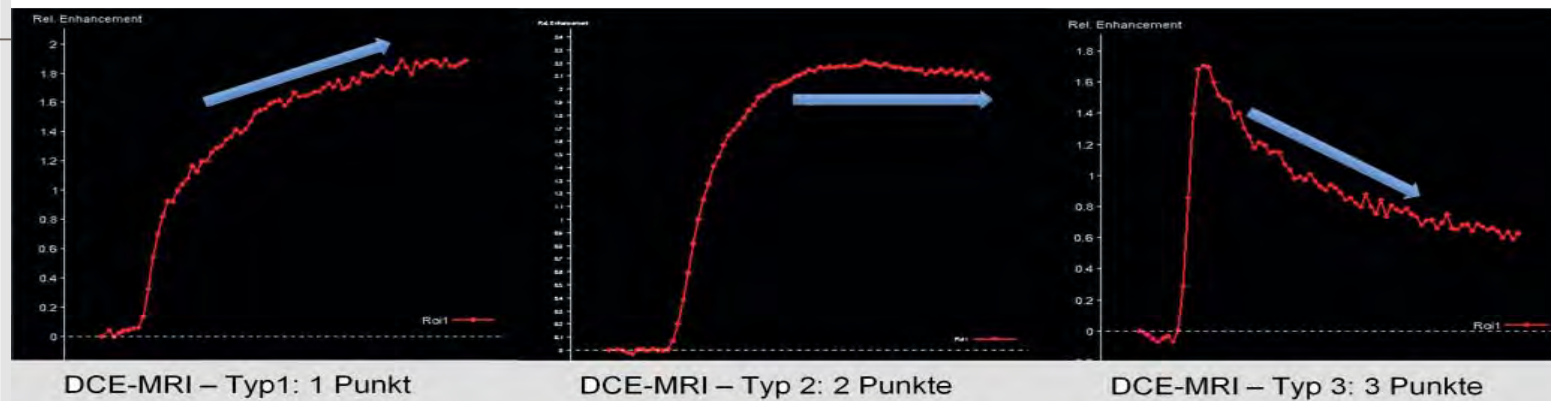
PI-RADS-Klassifikation DCE-MRT, Teil 1: Kurventypen.
